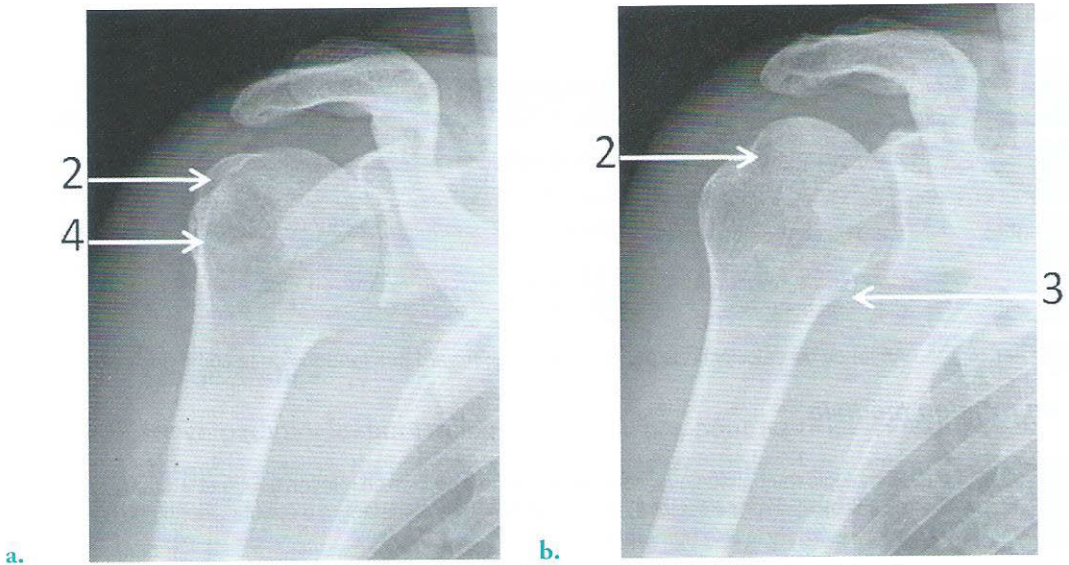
Radiographies de l'épaule droite de face, rotation latérale (a) et médiale (b)
